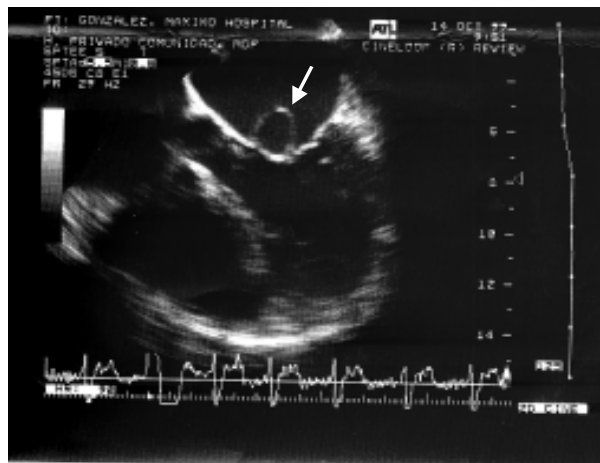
Imagen bidimensional de Ecocardiograma transesofáivco que muestra gran vegetación abscedada en cara auricular de la valva anterior de la v. mitral, también llamado pseudoaneurisma de la fibrosa mitroaórtica.
